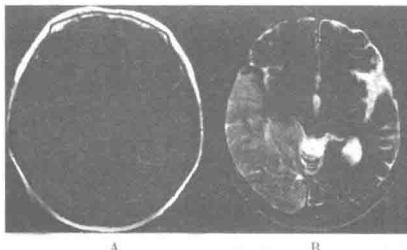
MRI 显示右颞、枕叶大面积脑梗死右侧外侧裂池明显变窄，
